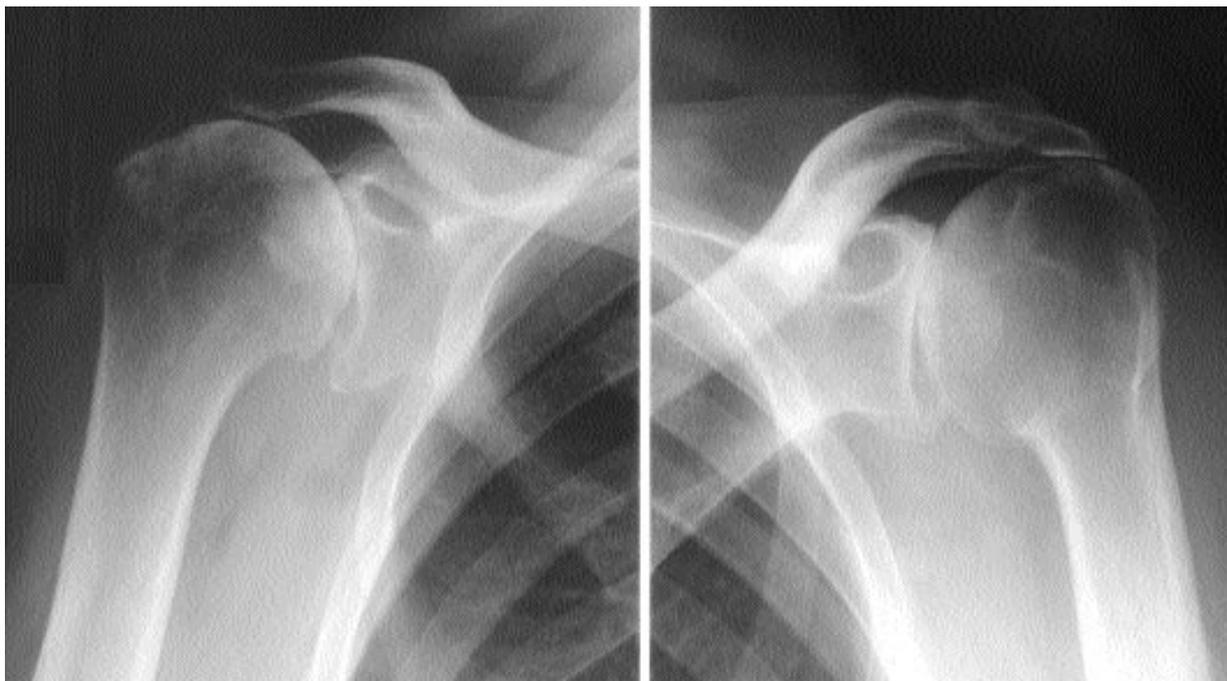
Polyarthrite rhumatoïde avec atteinte bilatérale des épaules. Les radiographies standards retrouvent le pincement des interlignes sans ostéophytose et l'élévation des têtes humérales par rapport aux glènes, secondaires aux ruptures des coiffes.
